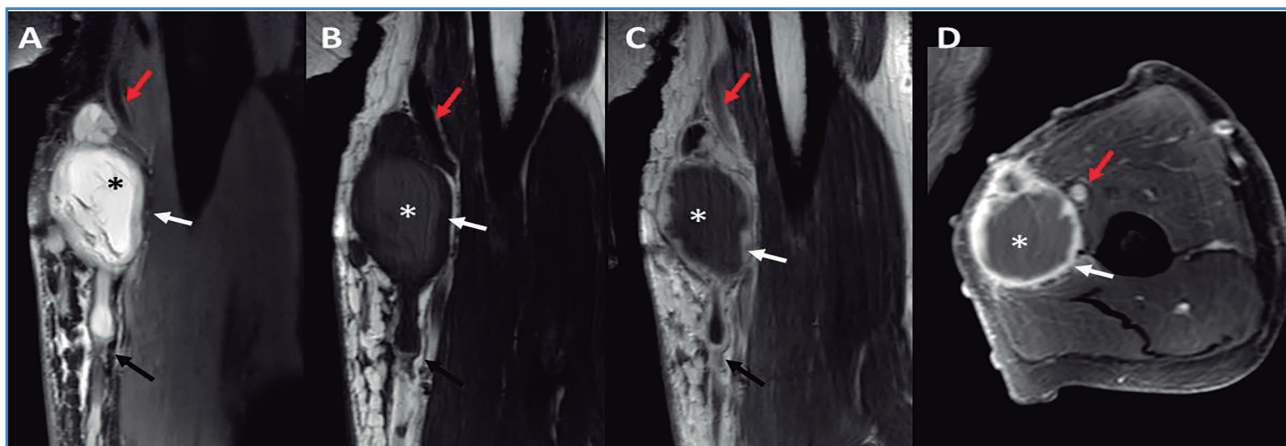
RM de brazo con secuencias coronales DP SPAIR (A), T1 (B), T1 con contraste intravenoso (C) y axial T1 fat sat con contraste intravenoso (D). Tumoración en vena basílica (flechas blancas) con gran componente quístico por necrosis central (asteriscos), con intenso realce periférico tras la administración de contraste. Las flechas en A, B y C muestran la dependencia de la vena basílica. Las flechas rojas muestran los vasos braquiales intactos.
